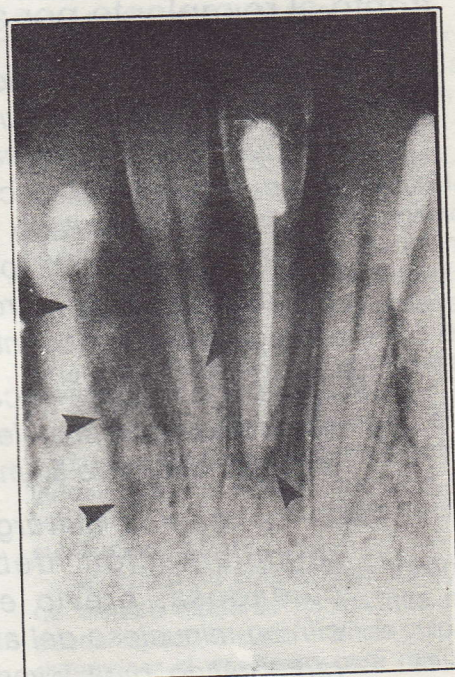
radiografía periapical a 12 meses. Incisivo lateral izquierdo pérdida radicular con sustitución o anquilosis. Incisivo central derecho restitución ad-integrum. Central inferior izquierdo imagen compatible a reabsorción interna.
